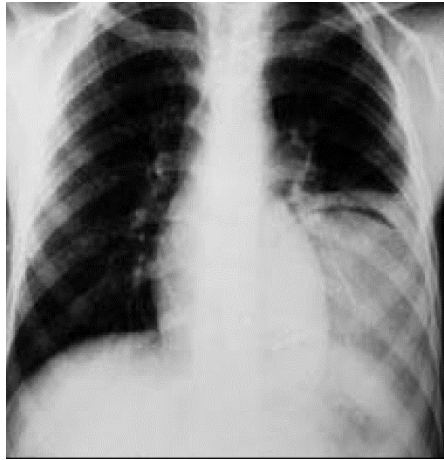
Radiographie du thorax de face montrant un KH thoracique gauche avec un croissant gazeux [111].
